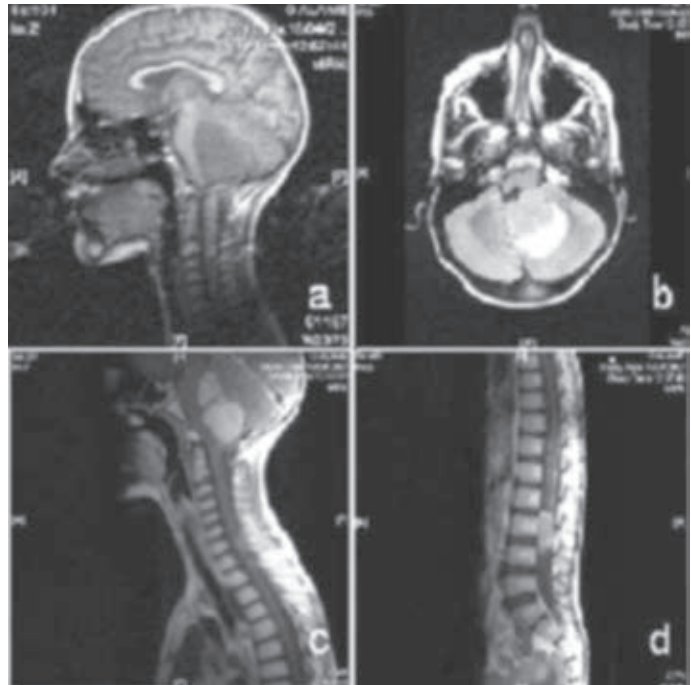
Tumor primitivo neuroectodérmico infratentorial o meduloblastoma diseminado en paciente varón de trece años de edad. A: RM sagital T1. B: RM *flair* axial. C: RM sagital T1 con gadolinio, con captación profusa y homogénea. D: RM espinal con gadolinio, que muestra diseminación espinal. Se extirpó el tumor de fosa posterior y se propuso el protocolo de meduloblastoma de alto riesgo, incluyendo quimioterapia mieloablativa.
